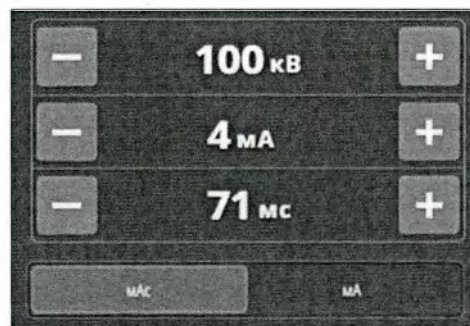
Параметры рентгенографии при трёхточечном режиме экспозиции
